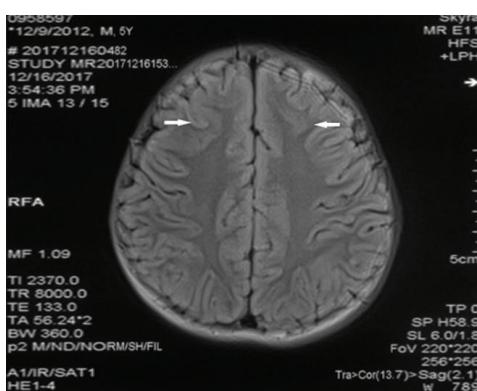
T₂ FLAIR 轴位,双侧额叶可见带状灰质信号,右著
